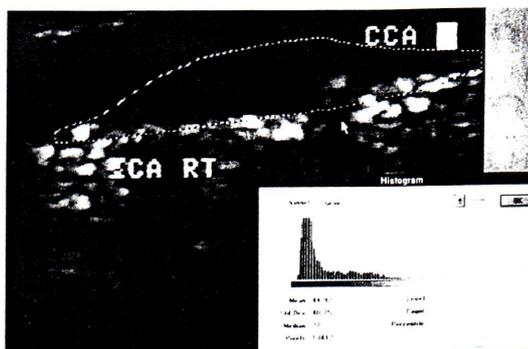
Immagine ecografica di placca carotidea analizzata al computer per ottenere l'istogramma densitometrico e l'indice GSM (media della scala dei grigi)
